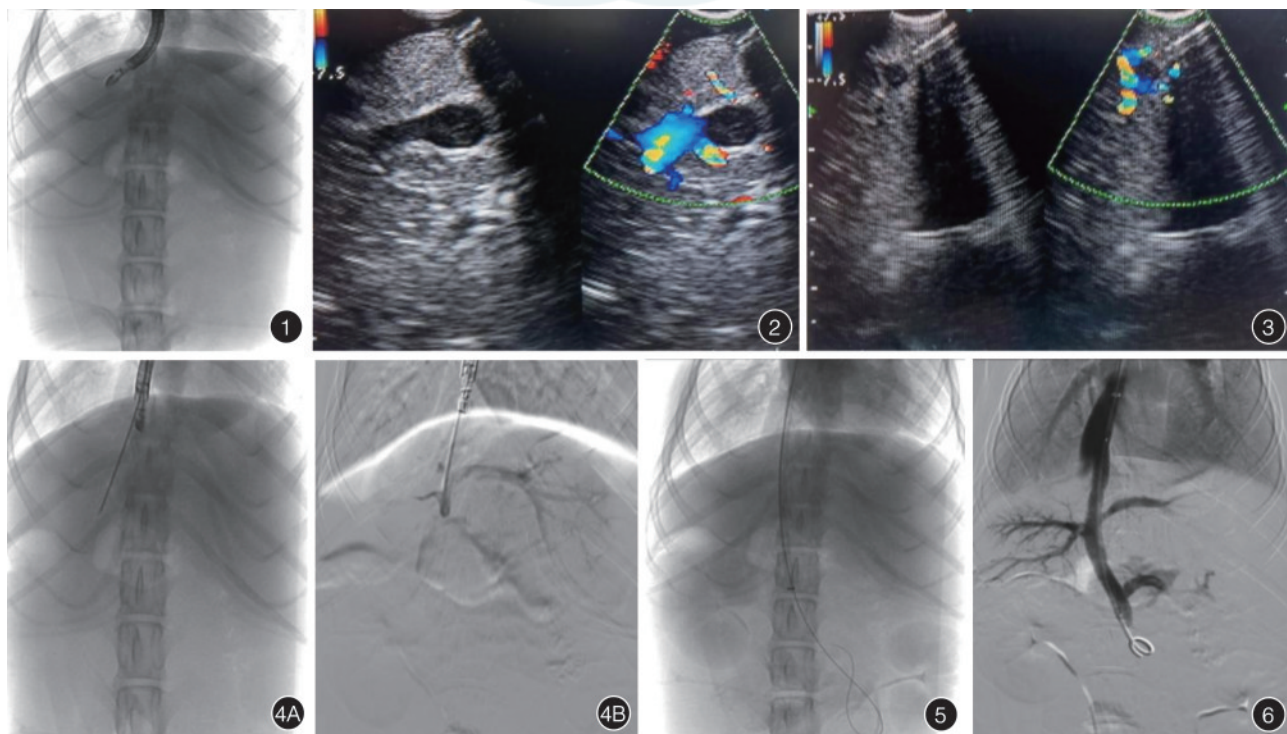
超声内镜置入肝静脉入口观察肝内门静脉结构 图 2 超声及多普勒显示门静脉分叉部 图 3 超声直视下穿刺门静脉左支起始部 图 4 门静脉穿刺成功 4A:穿刺门静脉成功,回抽见血;4B:数字减影血管造影证实门静脉穿刺成功 图 5 X 线下置入交换导丝至肠系膜上静脉 图 6 支架置入后显示支架分流通畅
